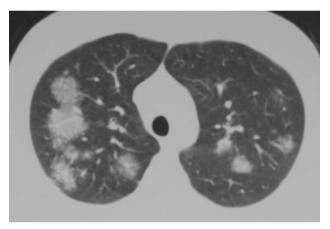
Рентгенограмма (a) и КТ (б) больного с внутригрудным саркоидозом III стадии. Синдром «легочной диссеминации». Размеры внутригрудных лимфоузлов в норме
